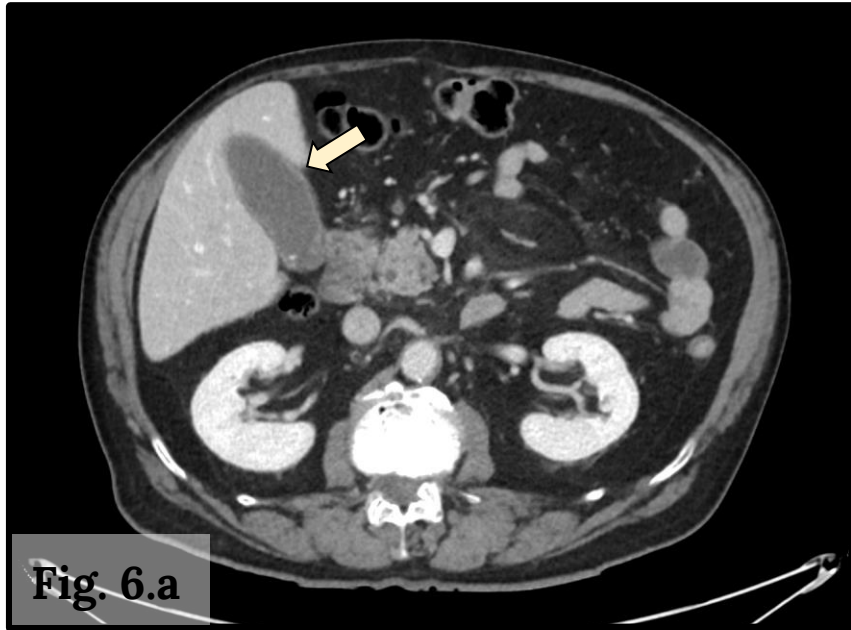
La TC y la ecografía muestran una vesícula biliar con discreto engrosamiento parietal, distendida pero no hidrópica, asociada a edema perivesicular, así como la presencia de algunos cálculos calcificados en el fundus.
